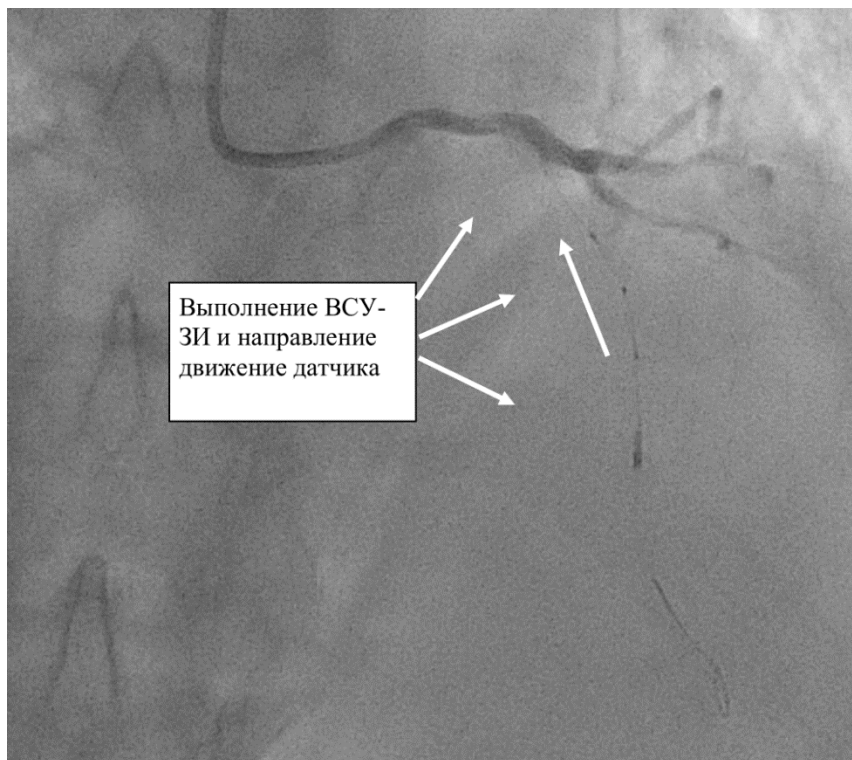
ВСУЗИ контроль ПМЖВ
